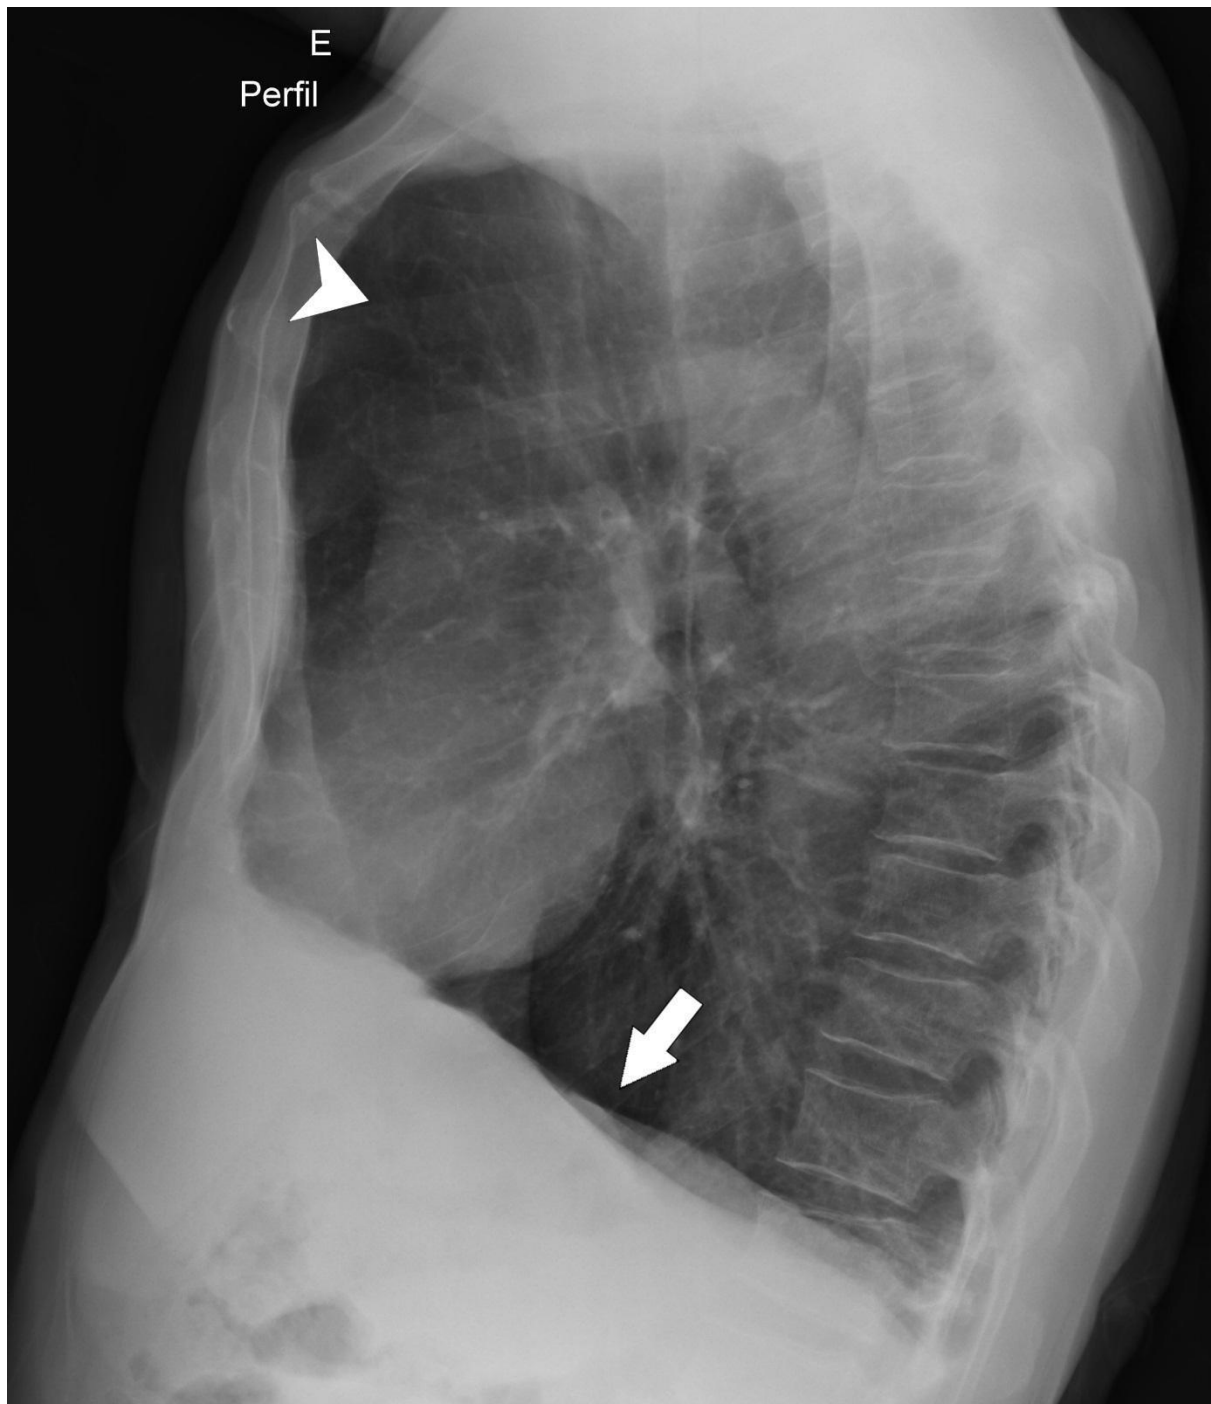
Radiografia de tórax em perfil. Sinais de hiperinsuflação pulmonar bilateralmente, com retificação das cúpulas diafragmáticas (seta) e aumento do espaço aéreo retroesternal (cabeça de seta).
